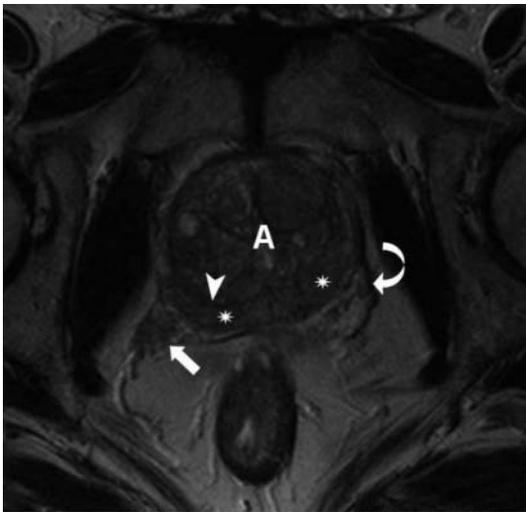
RM. Adenocarcinoma prostatico, stadio T3a con infiltrazione del fascio vascolo-nervoso. Il normale segnale iperintenso della zona periferica è completamente sostituito da quello ipointenso del carcinoma (asterischi), che infiltra con margini irregolari il fascio vascolo-nervoso destro (freccia). In sede centrale è presente adenoma (A) di cui si riconosce la pseudocapsula chirurgica (punta di freccia). Si noti il fascio vascolo-nervoso normale a sinistra (freccia curva)
